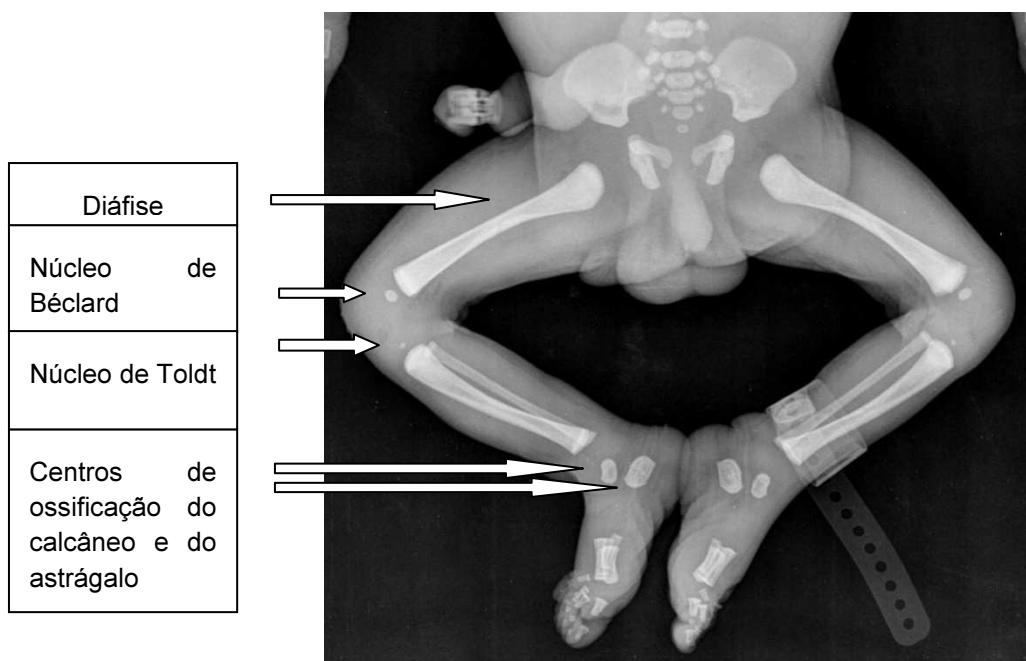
Radiografia dos membros inferiores de feto com 38 semanas de idade gestacional, sendo visíveis o núcleo de Béclard na epífise distal do fêmur e o núcleo de Toldt na epífise proximal da tíbia, e os centros de ossificação do calcâneo e do astrágalo (imagem da autora).
